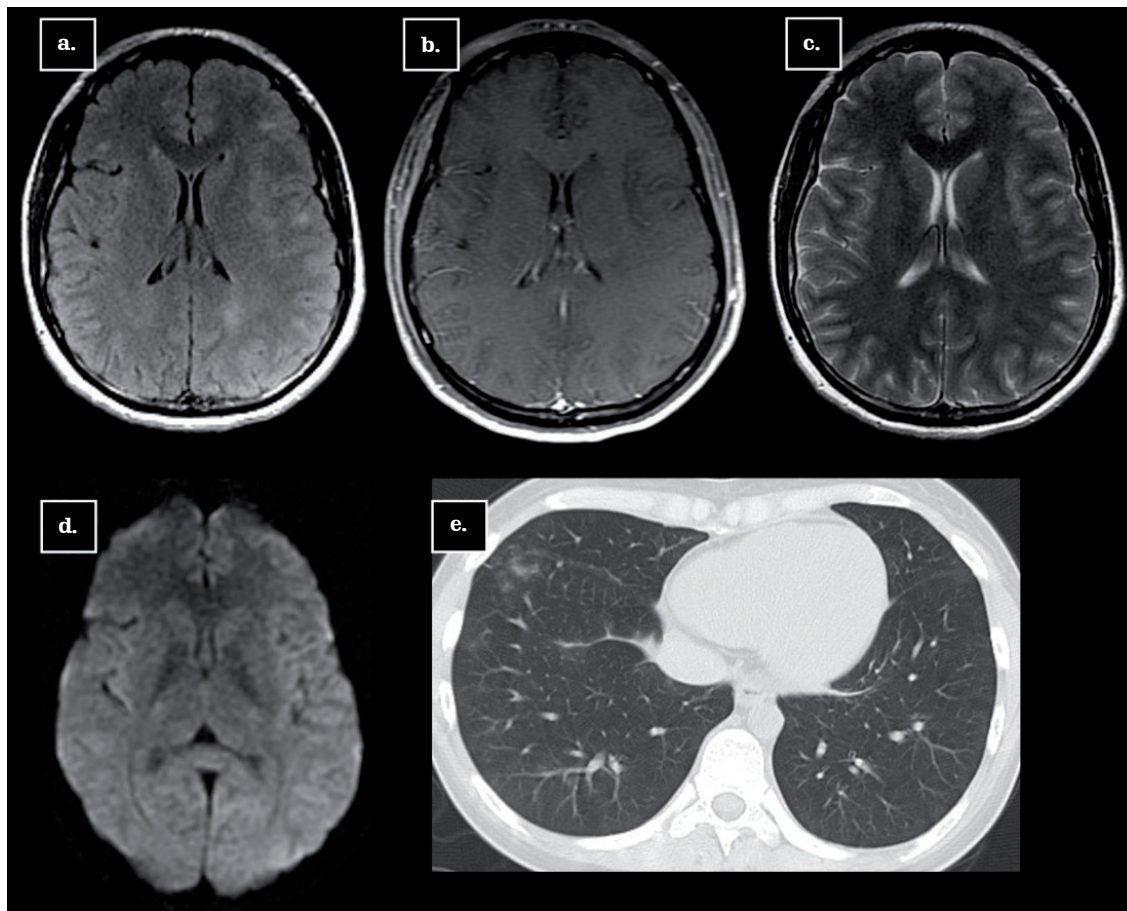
DEM. Paciente femenina de 24 años. PCR COVID-19 positiva. RM contrastada de cerebro FLAIR (a), axialT1WI + C (b), axial (c), DWI axial (d): focos hiperintensos yuxtacorticales en las secuencias T2WI y FLAIR de localización subcortical frontal y parietal bilateral, los cuales no presentan restricción de la difusión ni realce posterior a la administración de medio de contraste endovenoso. TC torax axial sin contraste (e): opacidad en vidrio esmerilado periférica en el segmento medial del lóbulo inferior derecho. Fuente: los autores.
